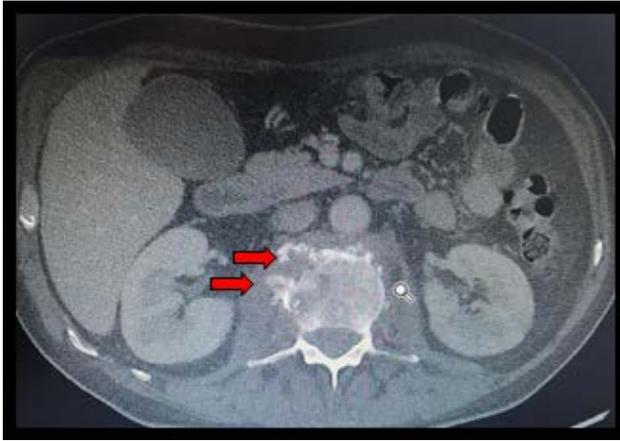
Corte axial de tomografía computada, ventana ósea. Espondilodiscitis lumbar. (flechas rojas)
